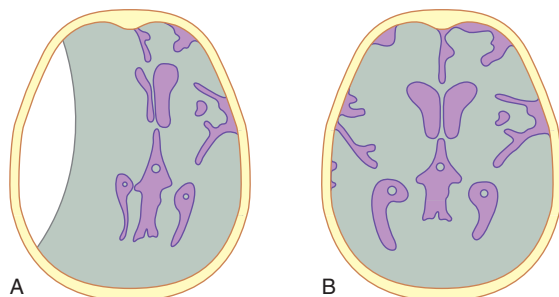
TDM pour un traumatisme craniocérébral. Un hématome extradural (A) a une forme biconvexe, des bords bien définis, alors qu'un hématome sous-dural (B) est souvent largement étendu dans l'espace sous-dural et a des bords plus irréguliers.
